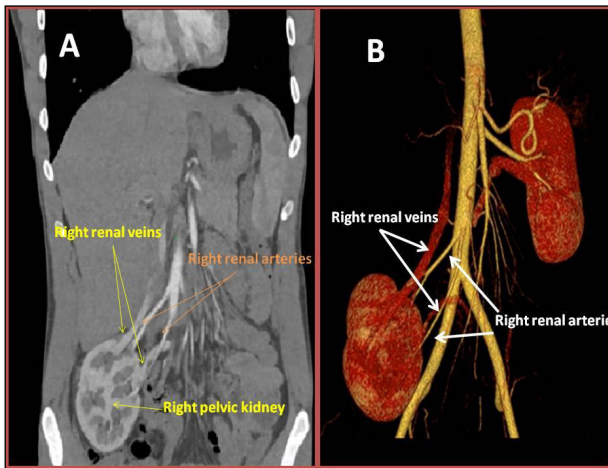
Preoperative Computerised Tomography images. A: Coronal view. B: Renal pedicle after VRT 3D reconstruction.
